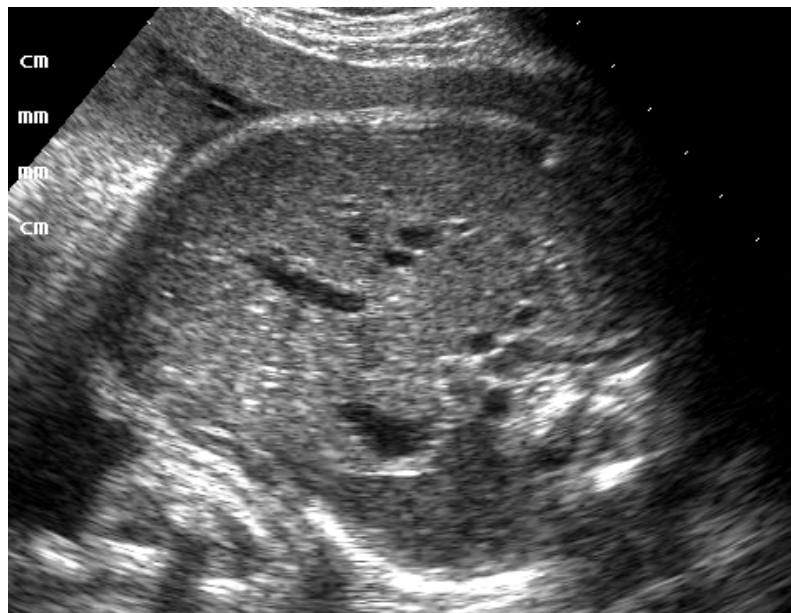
Ecografia: Fegato multicistico (34 settimane). Sezione assiale.
